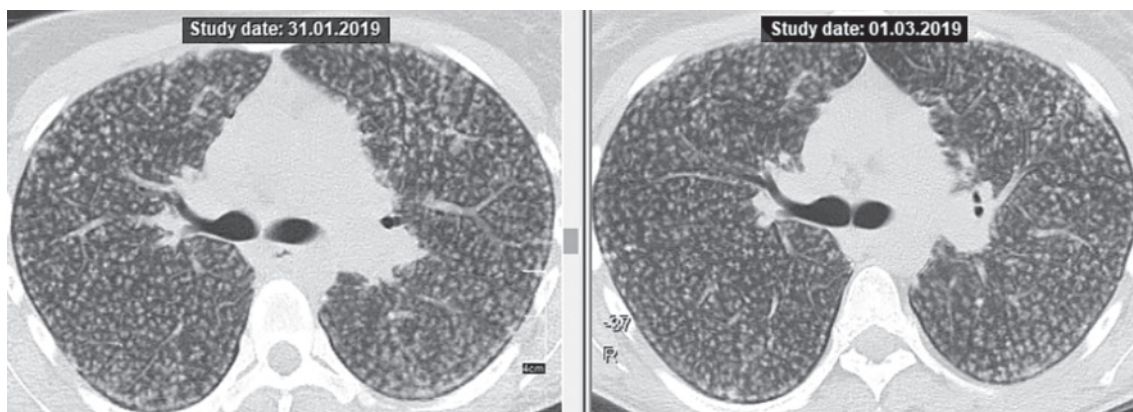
КТ пациентки М. до и после проведения ГКС-терапии.
